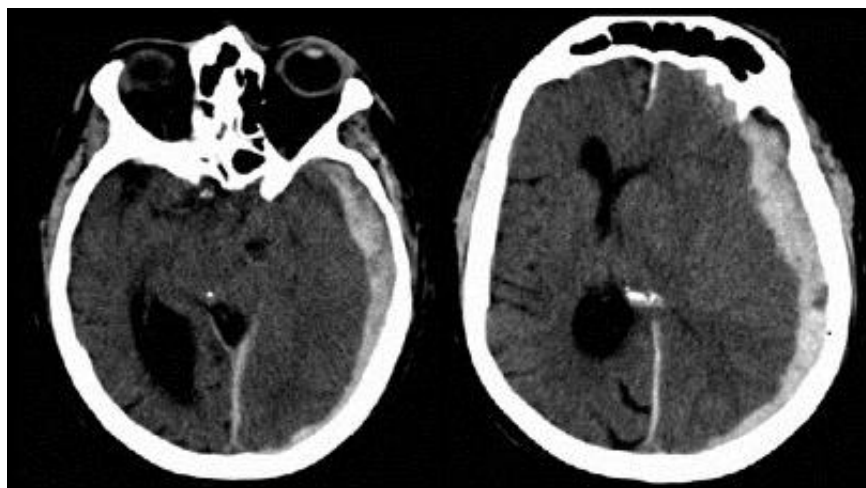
TDM cérébrale fenêtre parenchymateuse coupe axiale
